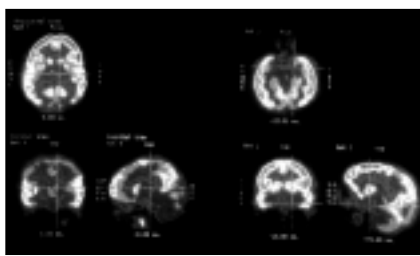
Autismo infantil precoz (estudio PET-FDG). Hipoactividad cortical discreta temporal mesial y anterior bilateral, así como en tálamo bilateral.
